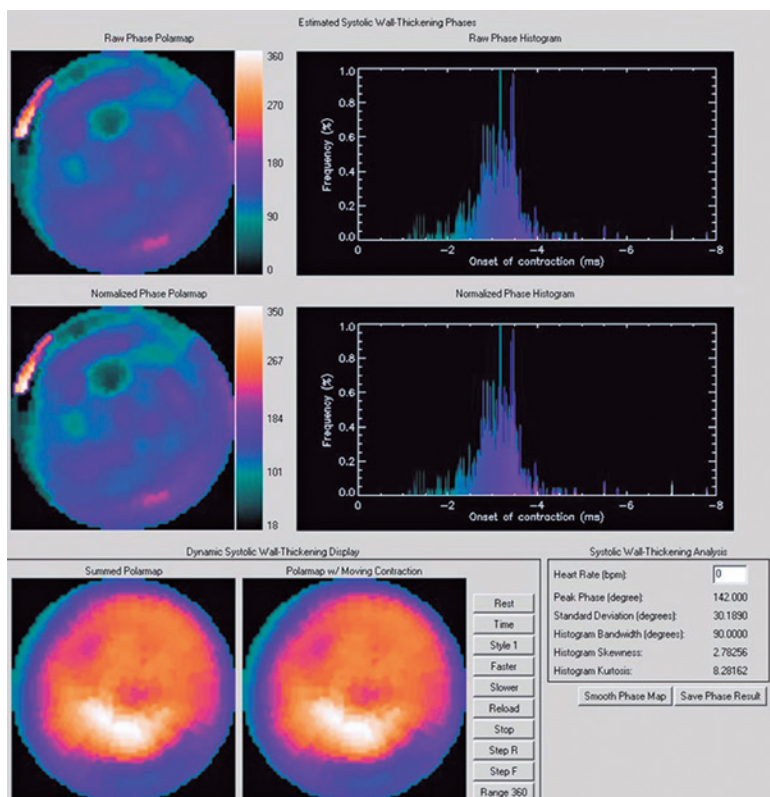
Cintilografia gated-SPECT com análise do sincronismo ventricular após o implante de ressincronizador, demonstrando melhora da dissincronia configurada por valor de alargamento de banda de 90 graus e desvio padrão de 30 graus.
